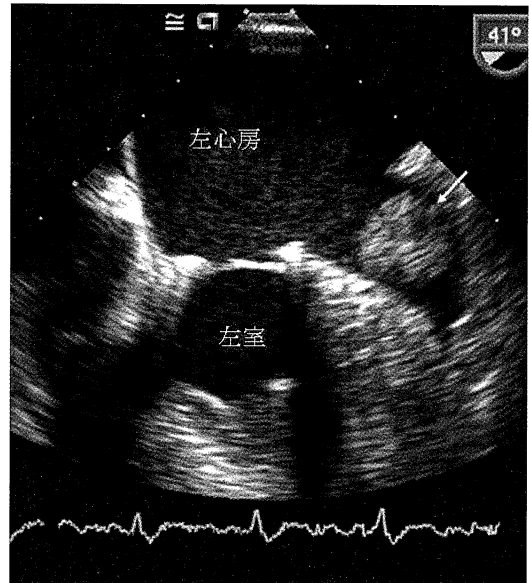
経食道心エコー図での左心耳血栓. 矢印は左心耳内の血栓
